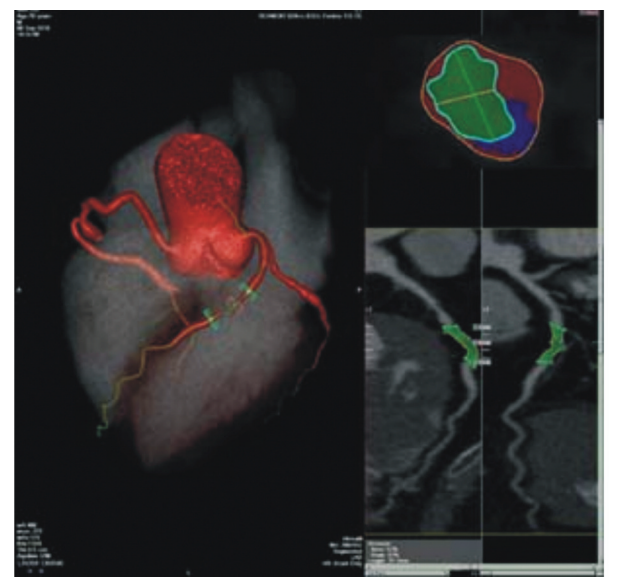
320 排 CTA 示冠状动脉软斑块 左前降支(left anterior descending coronary artery, LAD)中段斑块中脂质多于 40%, 为软斑块。
